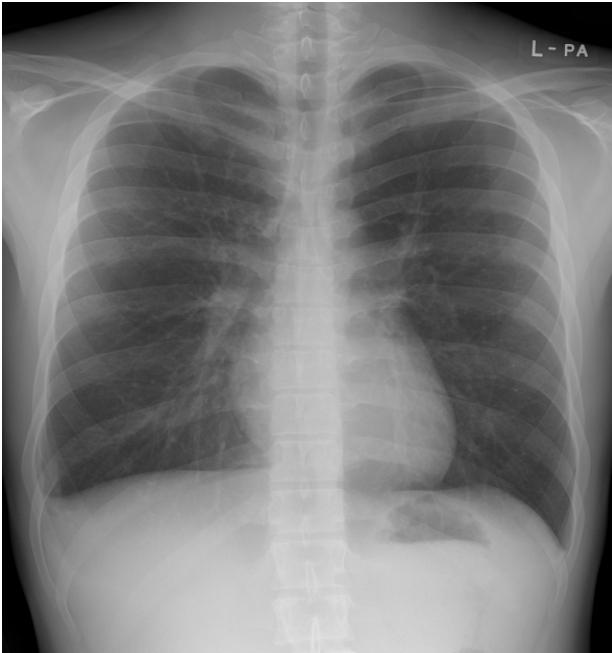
Chest X-ray shows resolution of interstitial pneumonia, pneumomediastinum, and subcutaneous emphysema.
